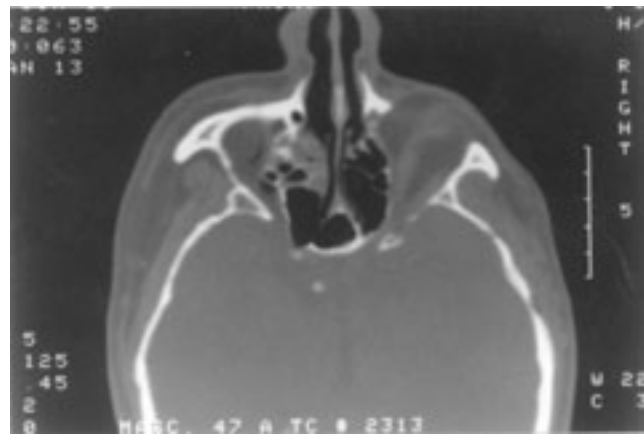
Tomografía axial computarizada de senos paranasales, corte transversal. Se observa etmoiditis izquierda
